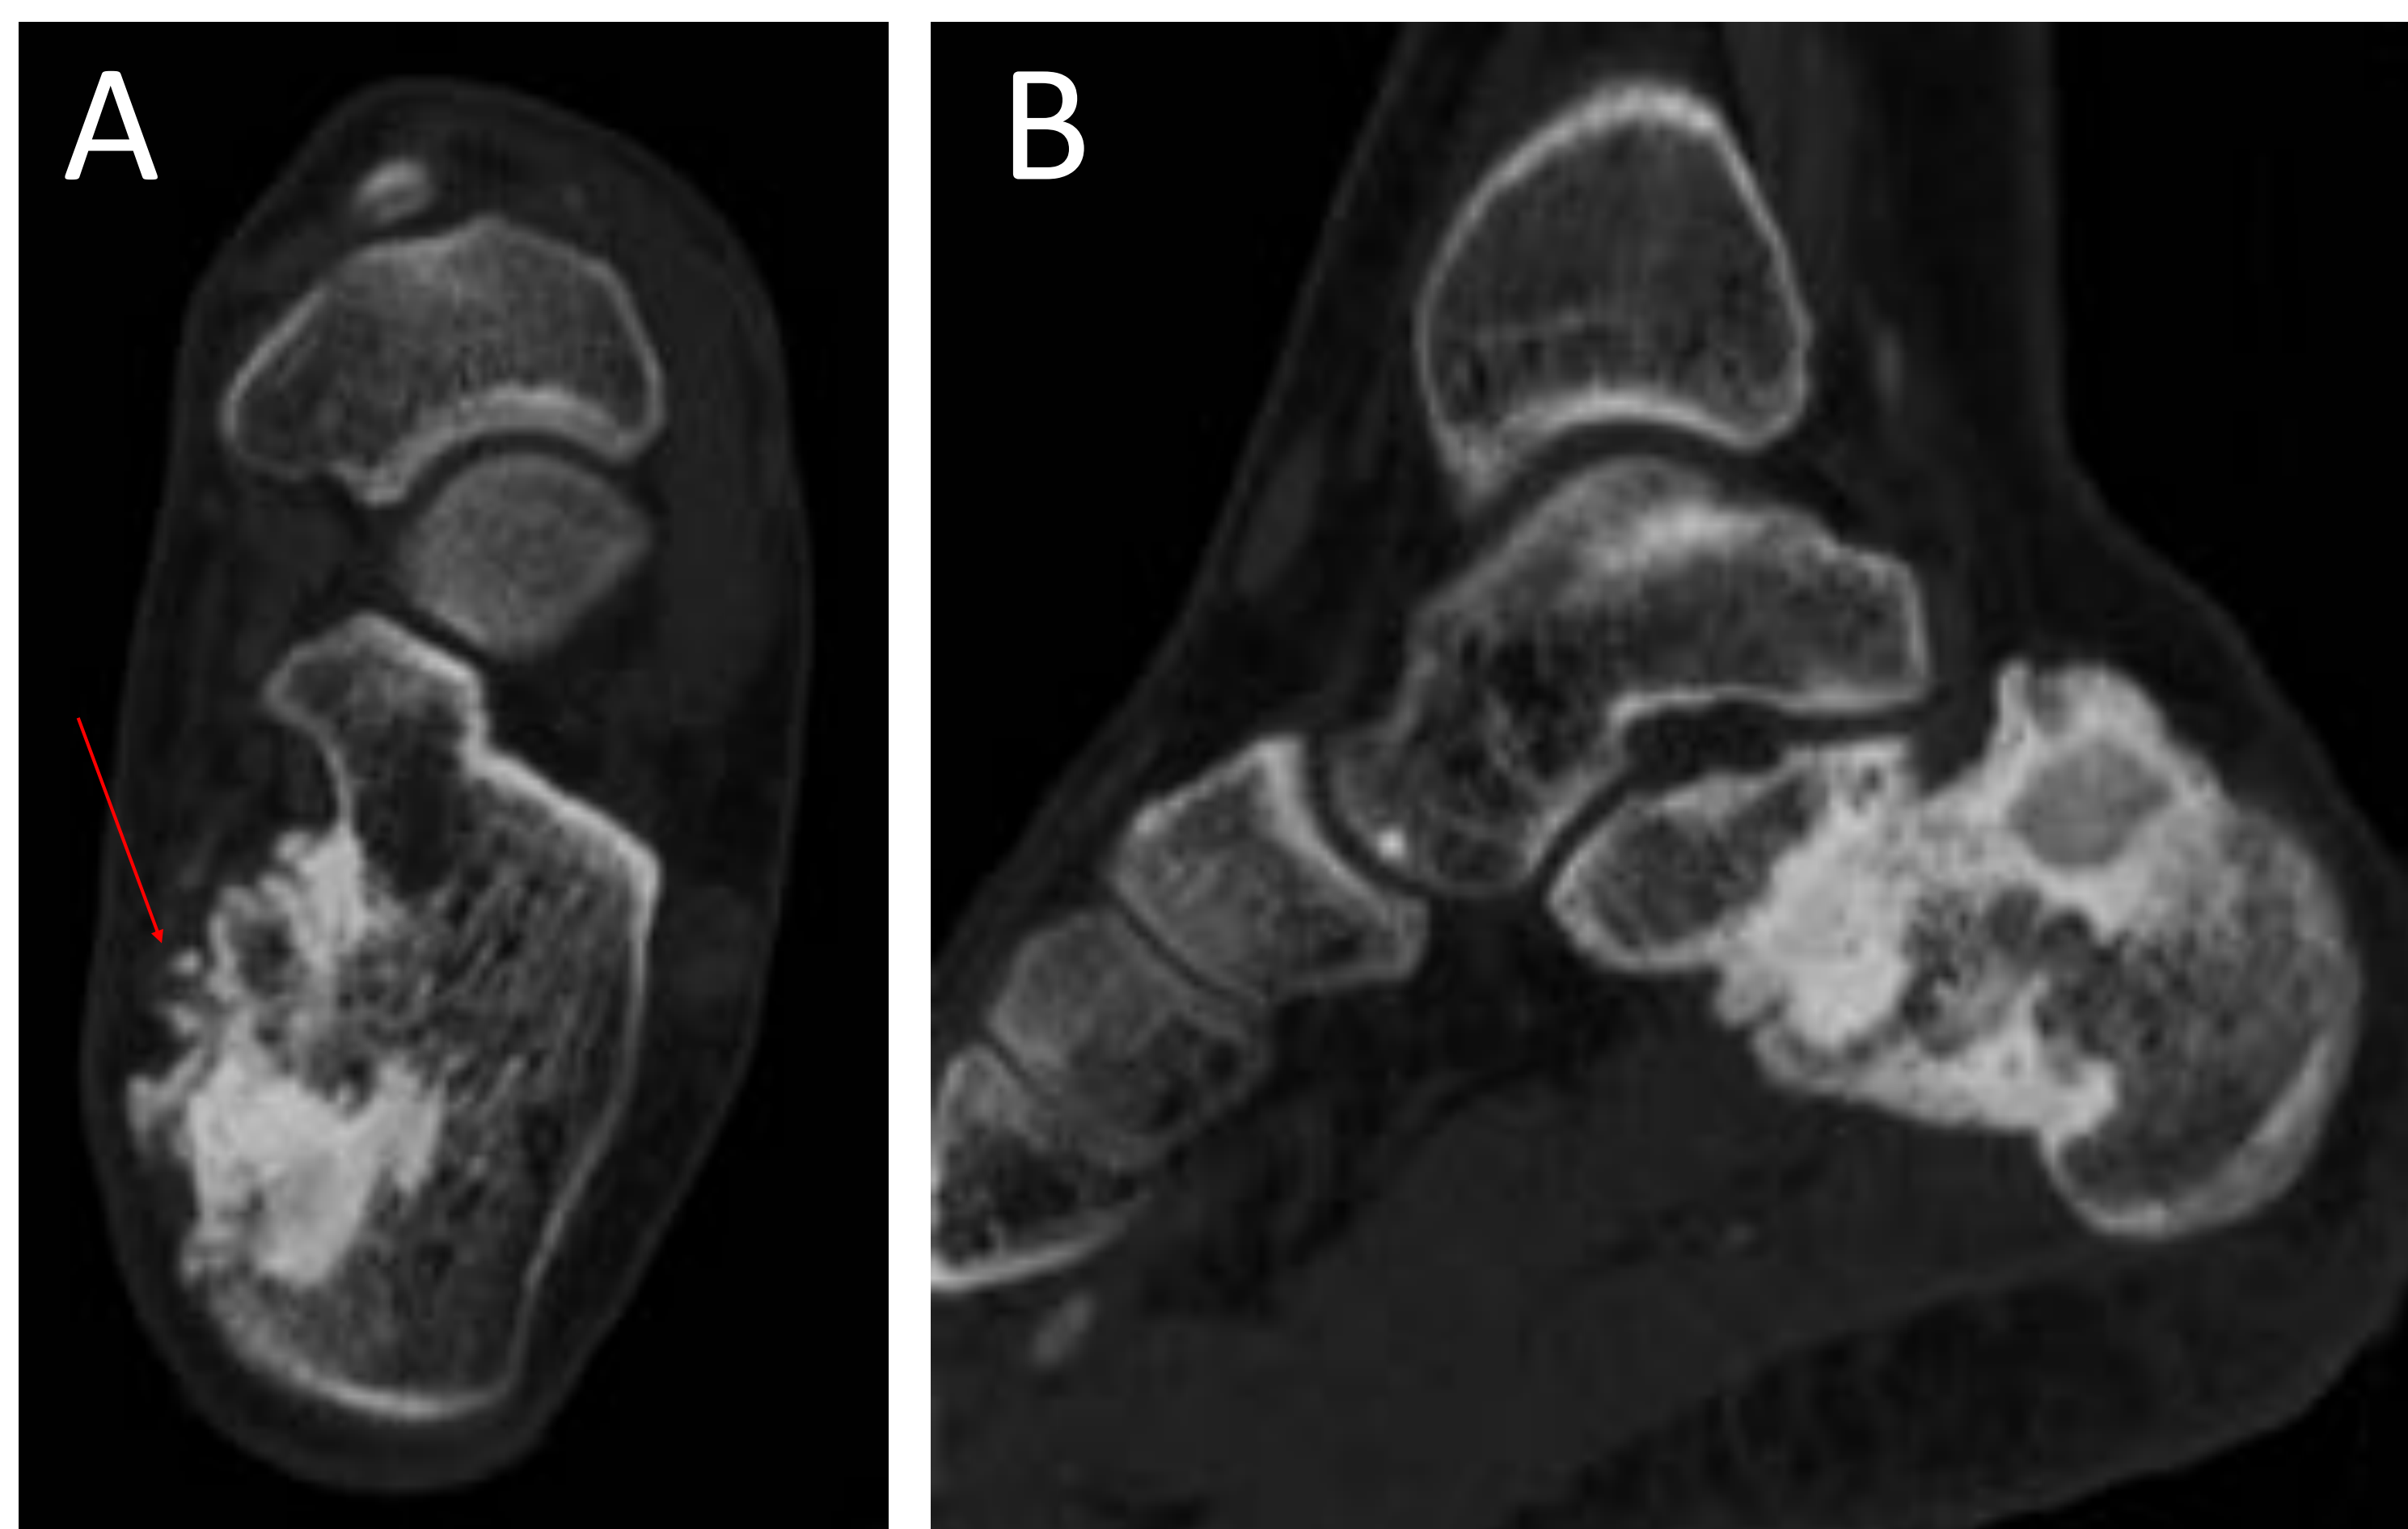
TC axial (A) y MPR sagital (B) de tobillo con ventana ósea.
